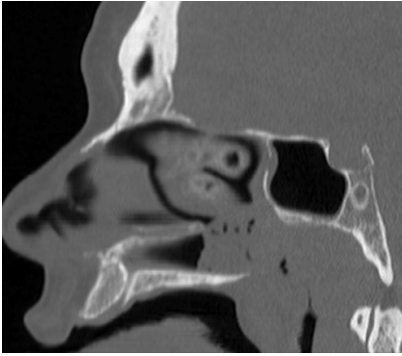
TC Cérvico-Facial após contraste endovenoso, A - axial, B - coronal e C – sagital.
